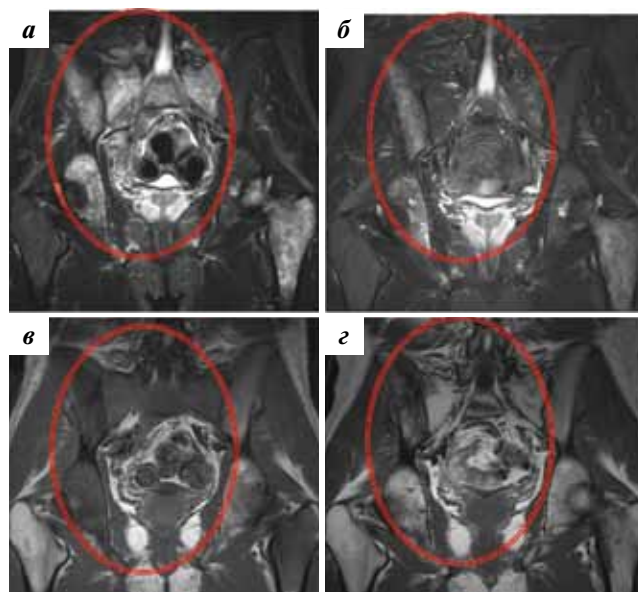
Неполное восстановление МР-сигнала при диффузном типе поражения КМ после 6 циклов ПХТ. На МРТ визуализировалось частичное исчезновение инфильтративных изменений КМ и диффузное увеличение жирового компонента КМ с сохранением зон поражения в правых подвздошных, седалищных костях и левой бедренной кости, интенсивность их сигнала уменьшилась в режиме STIR (а, б) и увеличилась на T1-ВИ (в, г)
